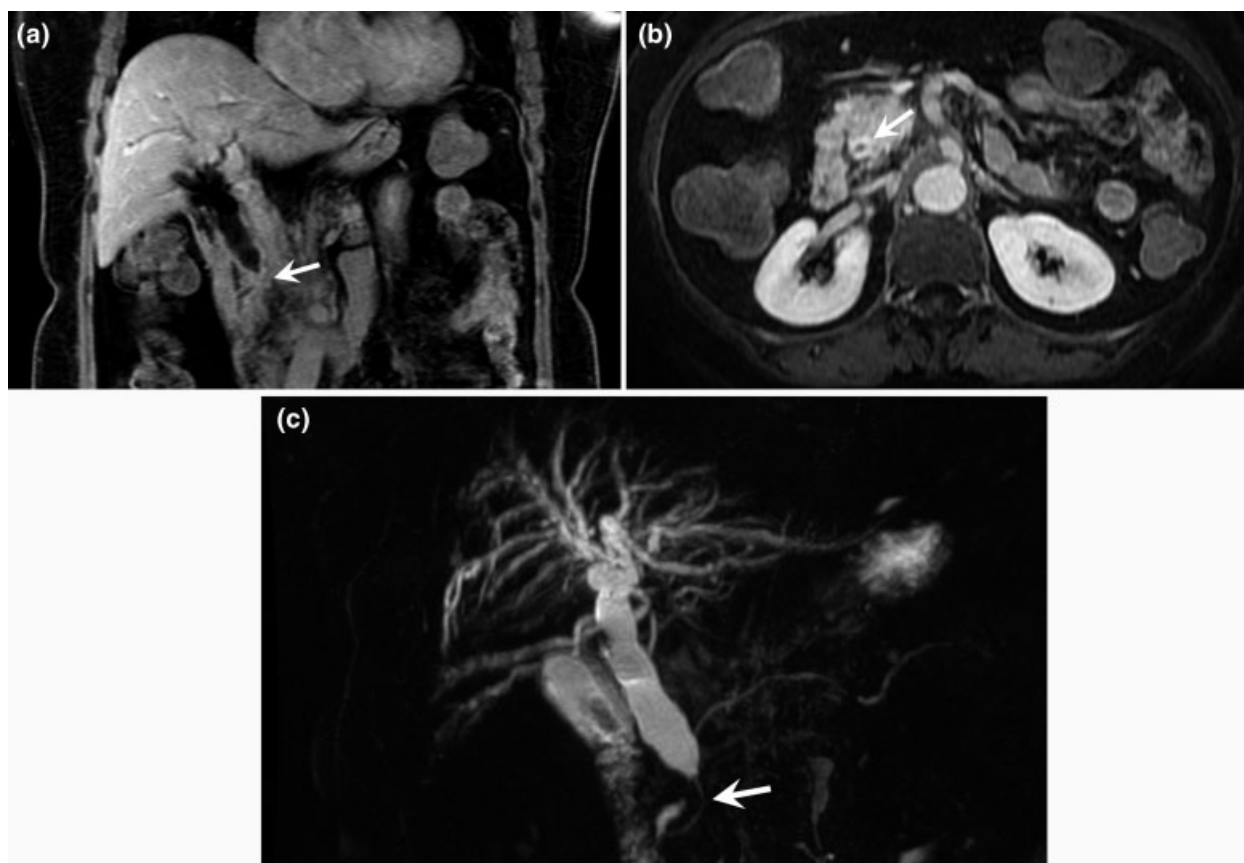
CC extrahepático. (a) Imagen coronal y axial (b) de RM en secuencia potenciada enT1 con saturación grasa post inyección de gadolinio, que evidencia engrosamiento e impregnación parietal del colédoco distal con disminución del calibre luminal (flecha). (c) Colangiopancreatografía por RM (CPRM) con Reconstrucción de Proyección de Máxima Intensidad (MIP) 3D donde se demuestra engrosamiento del conducto colédoco distal causando estenosis abrupta a ese nivel (flecha) y dilatación ductal proximal por encima de la lesión.
